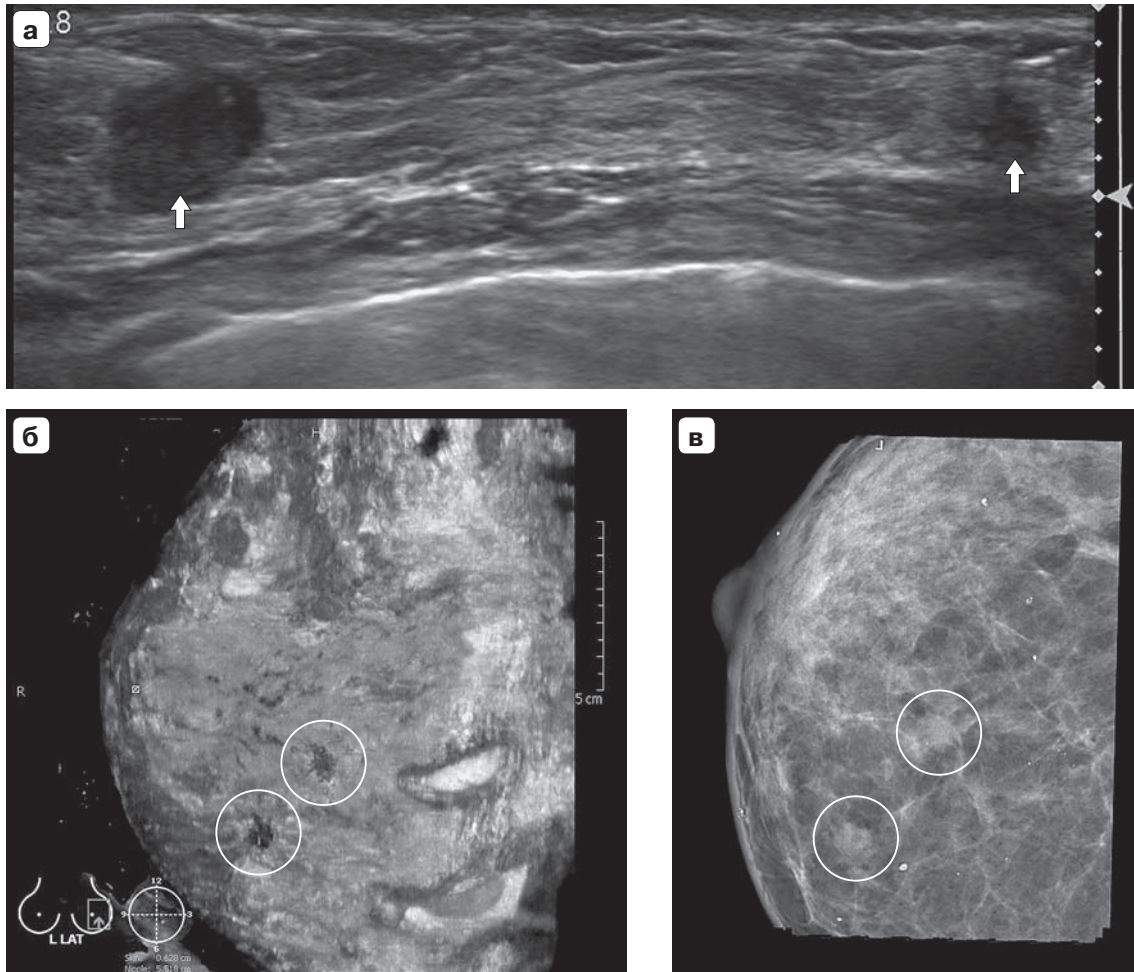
Мультифокальный рак левой молочной железы. Инвазивный дольковый рак. а – обычная сонограмма, В-режим. В структуре железистой ткани видны 2 гипоехогенных образования, размер минимального 4 мм, более крупного 6 мм, стрелки; б – сонотомаграмма. Боковой срез через сосковую зону. Видны 2 гипоехогенных образования со слабым эффектом “лучистости”, обведены кругами; в – рентгеновская маммограмма, косой боковой срез. Теневые образования на фоне плотной железистой ткани, обведены кругами.
